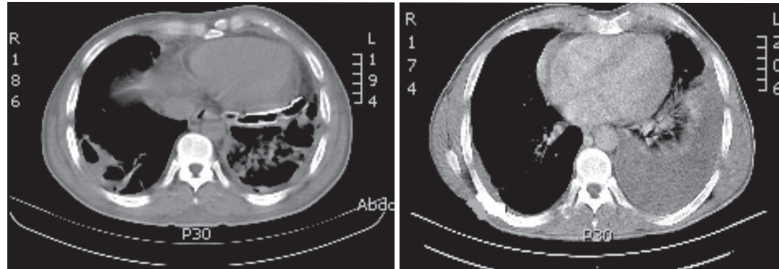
Tomografia de tórax revelando imagem cística em base pulmonar esquerda (à esquerda) e hiperdensidade em base ipsilateral
